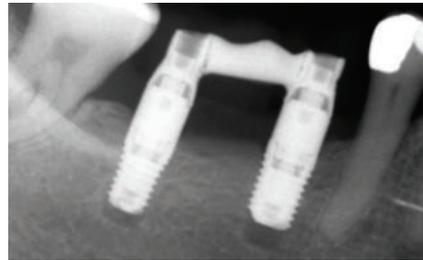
radiografia Periapical após a inserção do implante.
